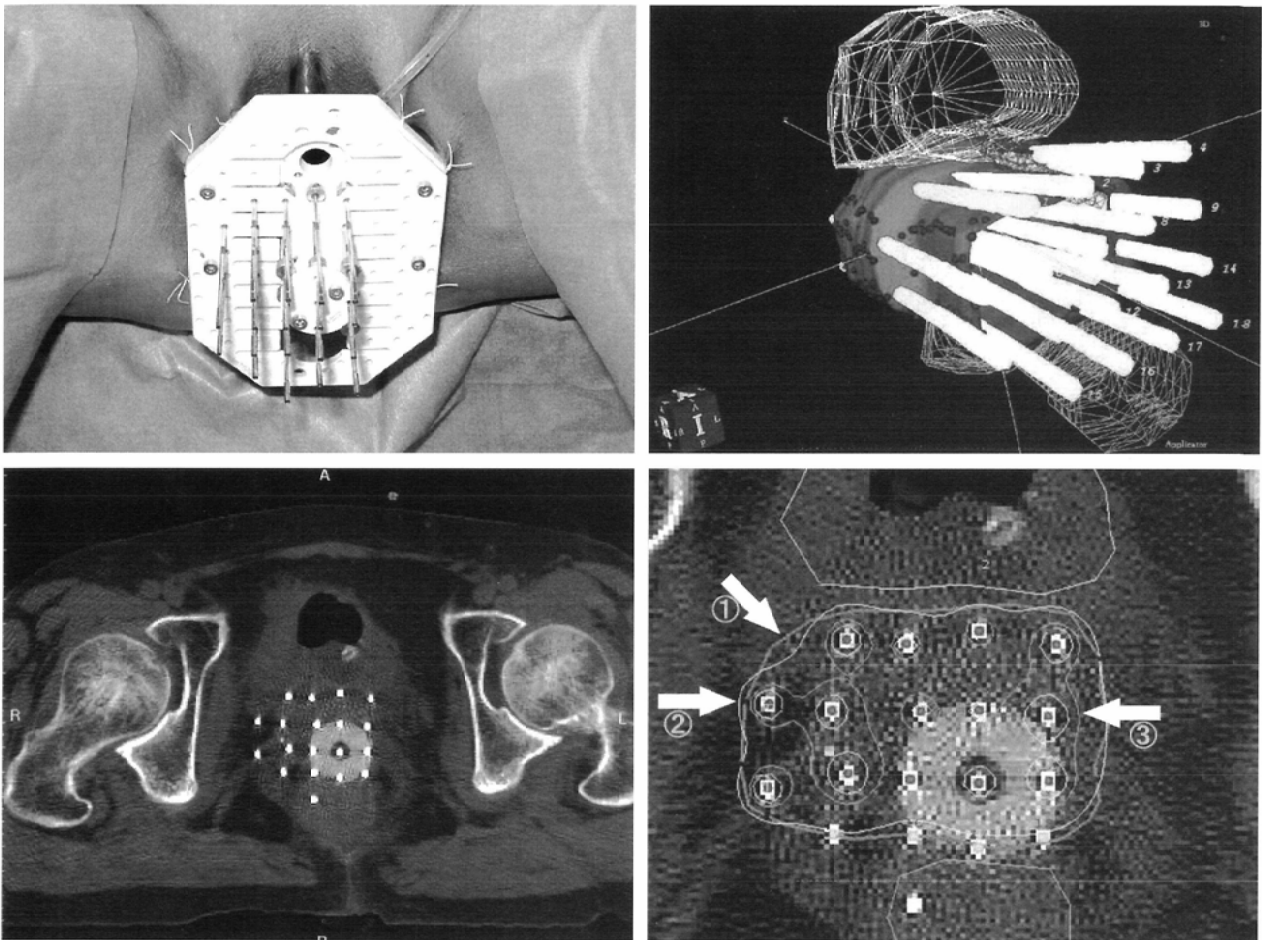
A: Implanted metallic applicators fixed with a MUPIT template. B: Three-dimensional view of PTV, bladder, urethra, rectum and applicators. C: Post-implant CT. D: Dose distribution of the same slice as B. The Arrows ①, ② and ③ indicate PTV, and the 100% and 150% prescription isodose lines, respectively. The 100% isodose line shows good conformity with PTV.
